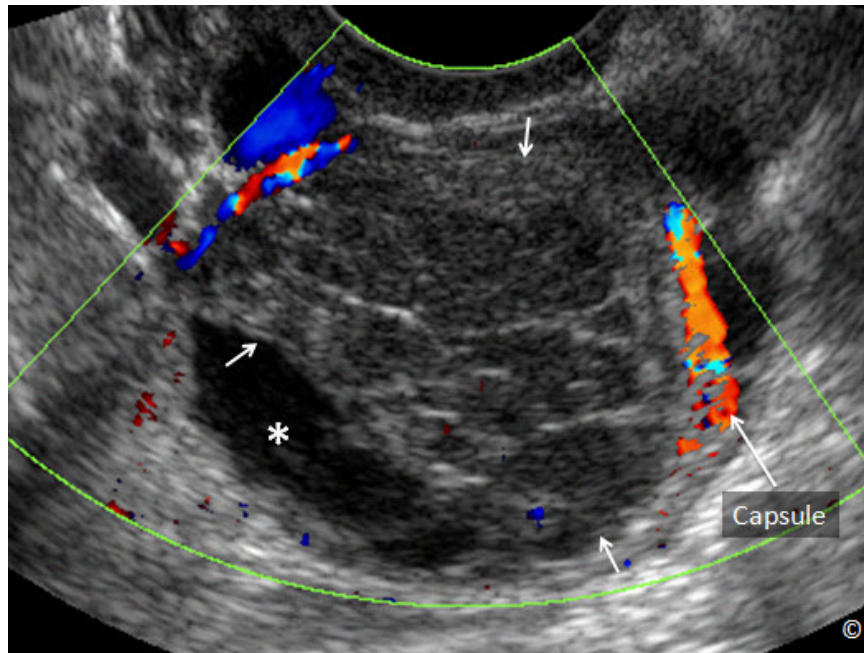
Ultrasonido transvaginal con Doppler en color del quiste hemorrágico en la figura 12.11. Obsérvese la retracción del coágulo de sangre (asterisco) con el desarrollo de una colección de líquido. El Doppler en color muestra el flujo vascular en la cápsula (con la etiqueta), pero no en el coágulo de sangre (flechas).
